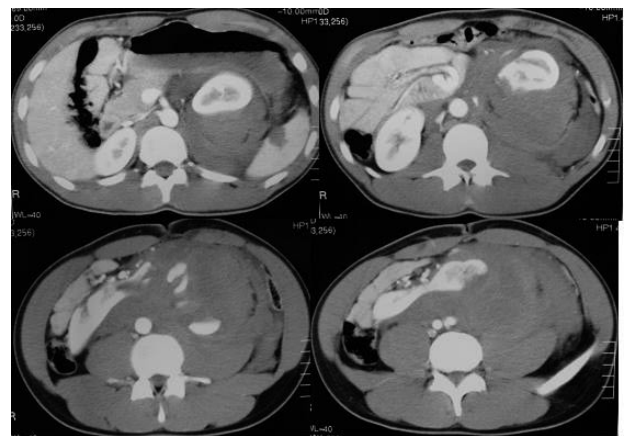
La TC con contraste muestra el riñón en herradura con gran hematoma retroperitoneal y signos de sangrado activo.
